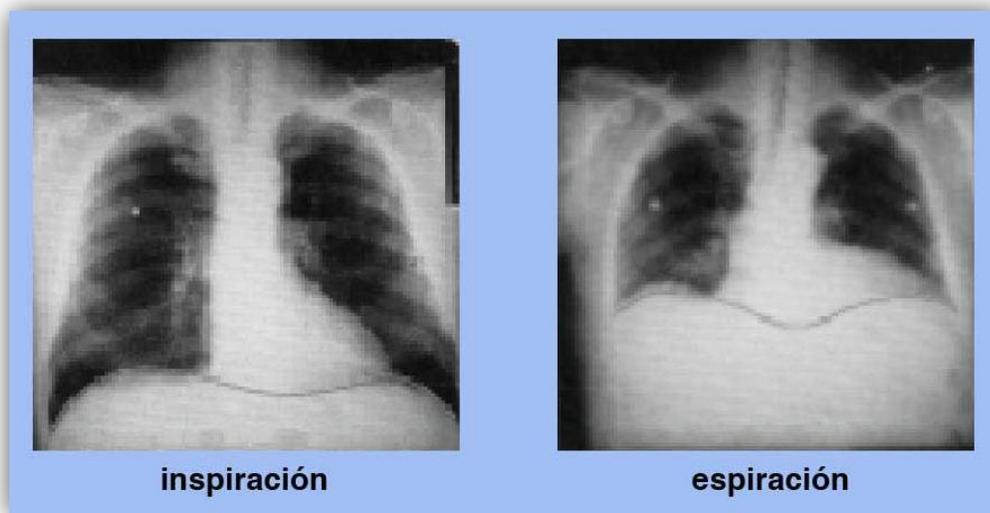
Radiografía de tórax durante la inspiración y espiración forzada.²⁶
